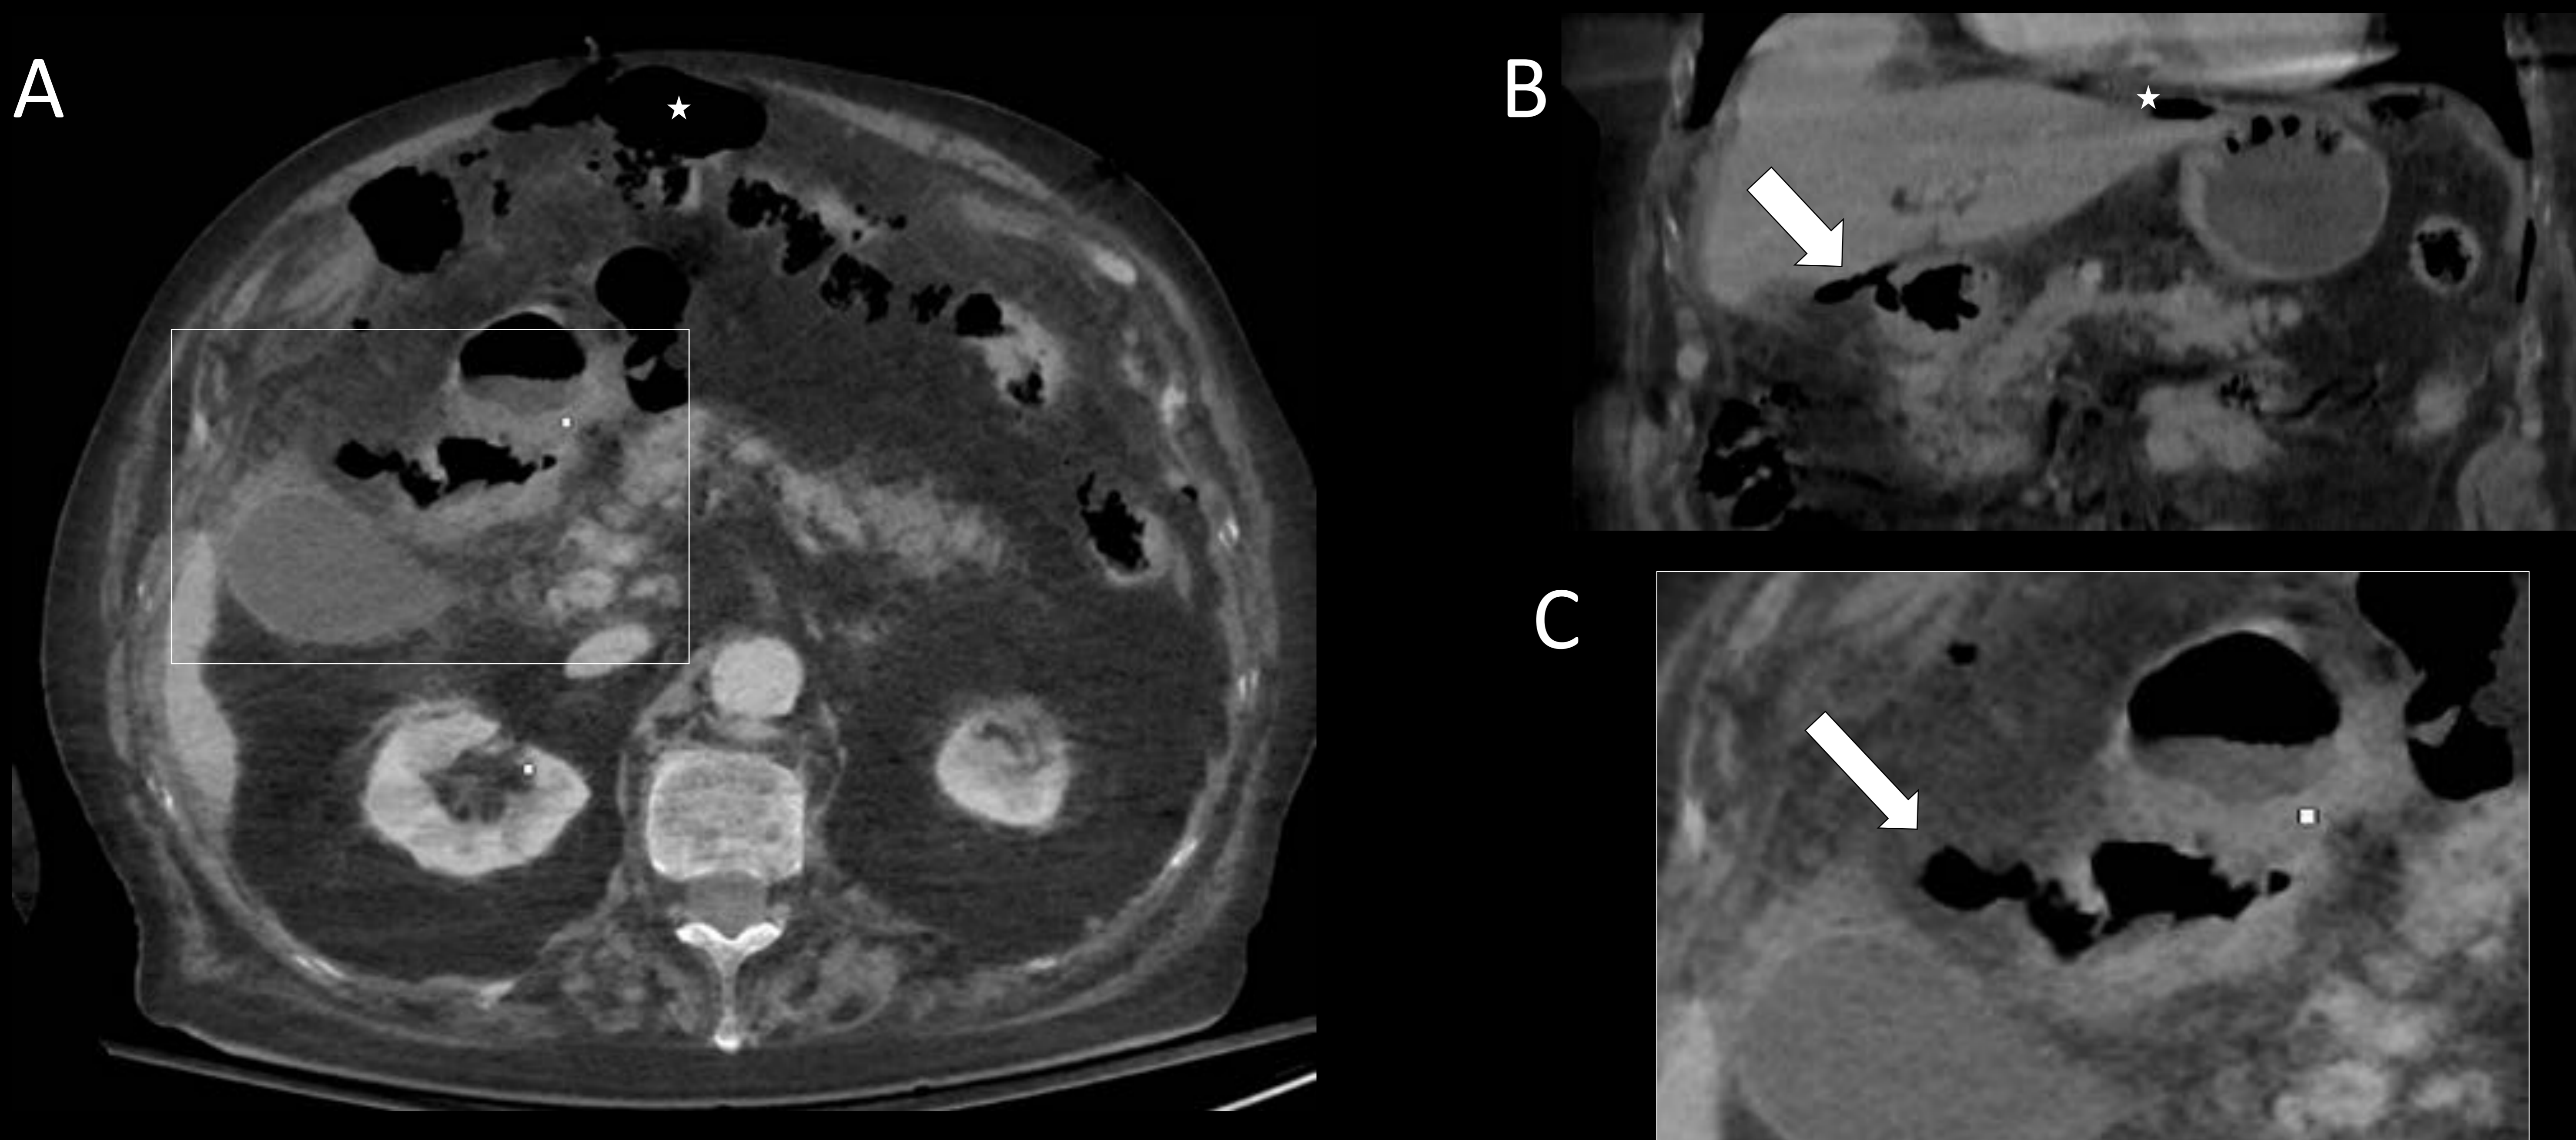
TC abdominopélvico imágenes MinIP axiales (A y C) y coronal (B). Nótese como el punto de perforación duodenal lateral (flecha blanca) es más notorio en las proyecciones MinIP coronales, así como el neumoperitoneo (estrella), sobre todo perihiliar hepático.
